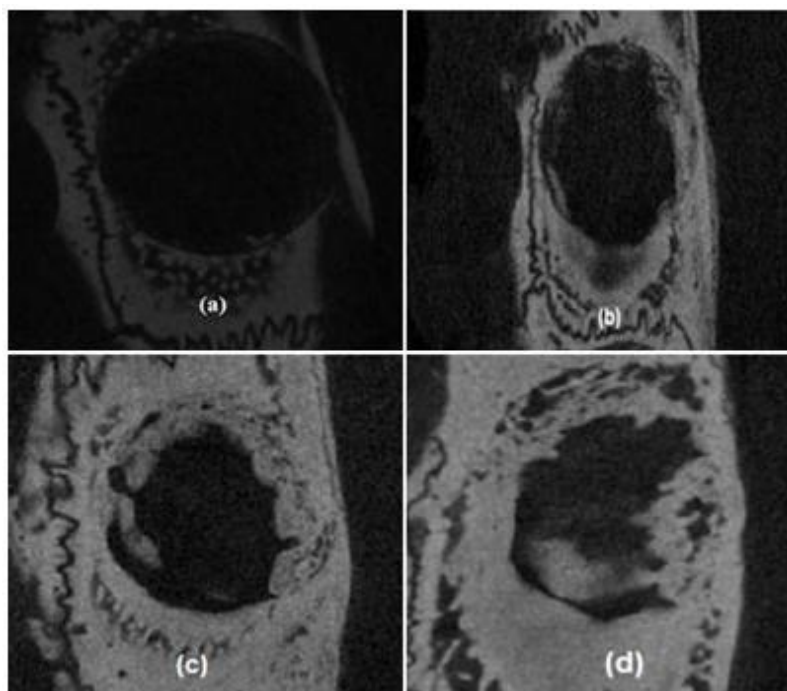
Fotomicrotomografia dos defeitos ósseos contendo a membrana de colágeno; (a) 7 dias (b) 15 dias (c) 30 dias; (d) 60 dias.
